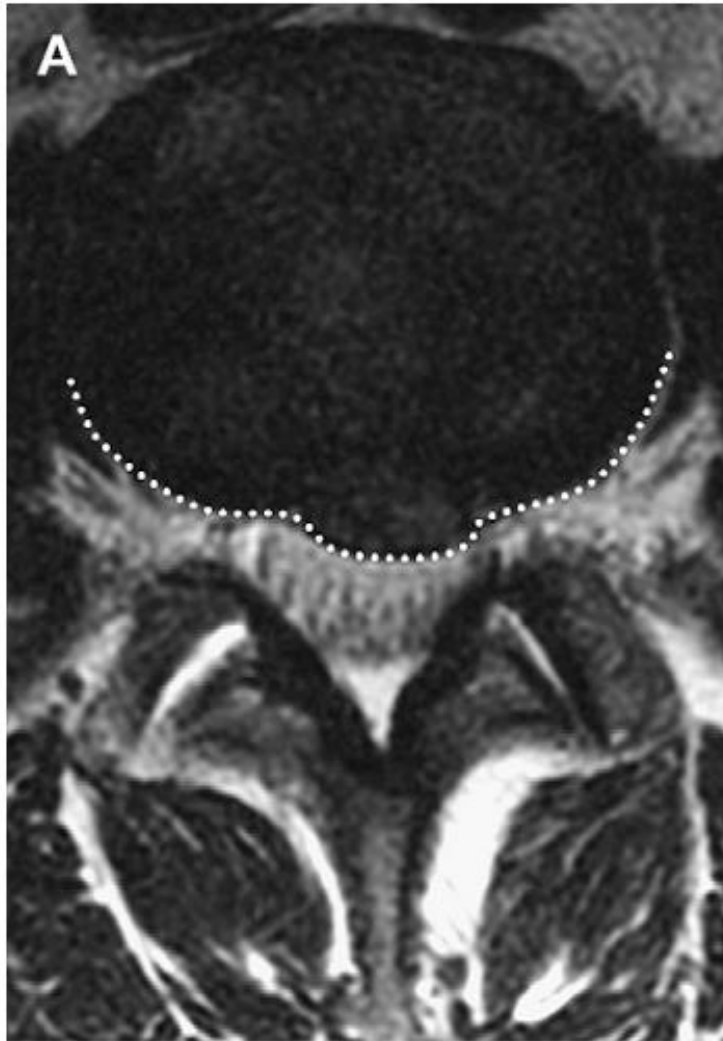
Axial T2-weighted MR images taken through the L4-5 intervertebral disk show disk protrusions. Focal (A) and broad-based disk (B) protrusions are outlined by the dotted white line. A focal protrusion involves less than 25% (or 90°) of disk circumference, whereas broadbased protrusions involve between 25% and 50% (90 – 180°) of the disk circumference.
